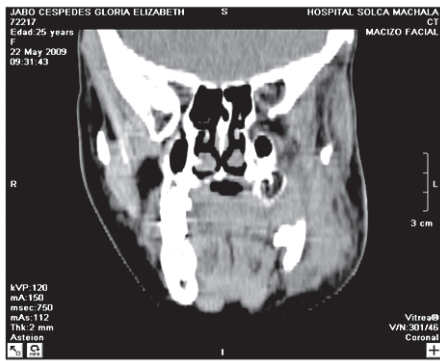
TAC en corte axial donde se puede apreciar el compromiso de hueso mandibular lado izquierdo y entrada del tumor hacia la mucosa oral.
